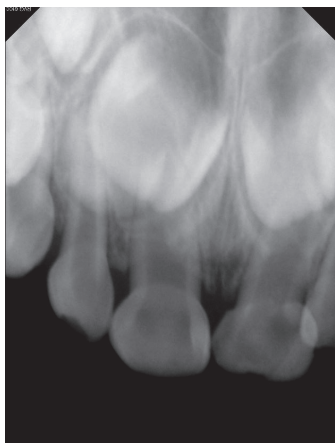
Periapical view at 3Y4M.
